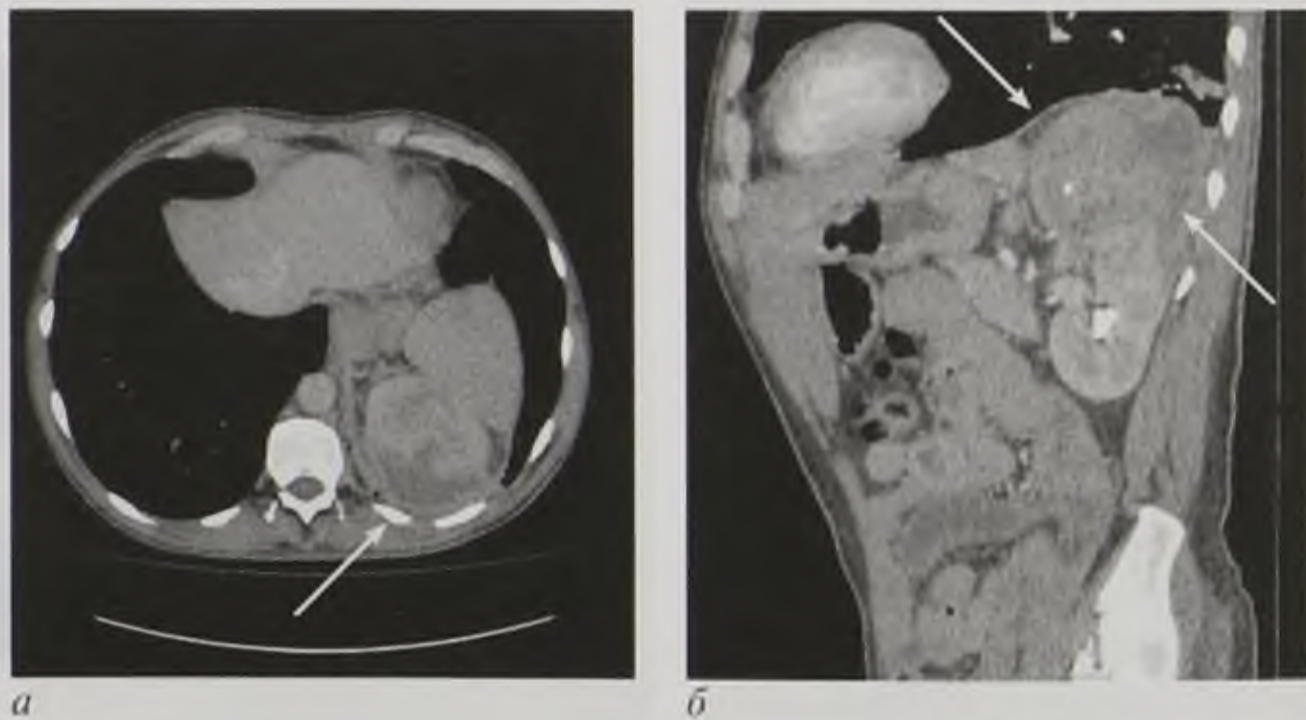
Компьютерные томограммы с внутривенным контрастированием: *а* — аксиальная плоскость; *б* — сагиттальная реконструкция. Поражение левой почки — зона инфильтративно-деструктивных изменений при туберкулезе (стрелки)
